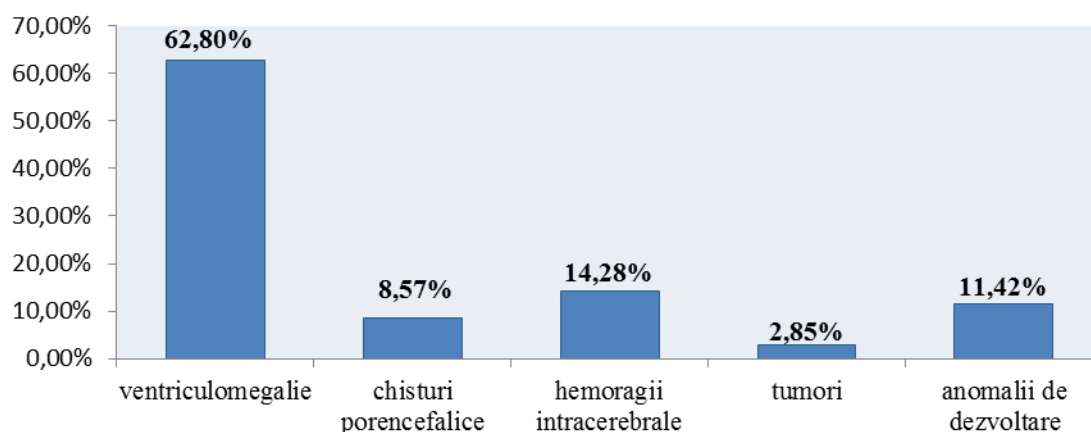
9. Schimbările structurale depistate la examenul prin neurosonografie (%).
